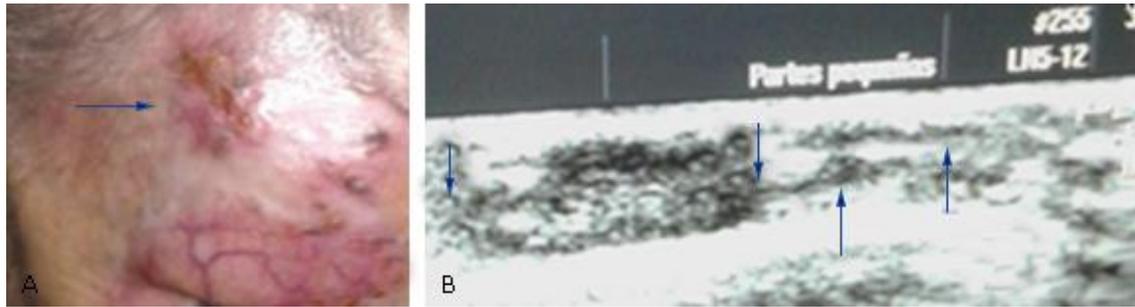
Ultrasonido de la lesión de la paciente femenina de 84 años de edad.
